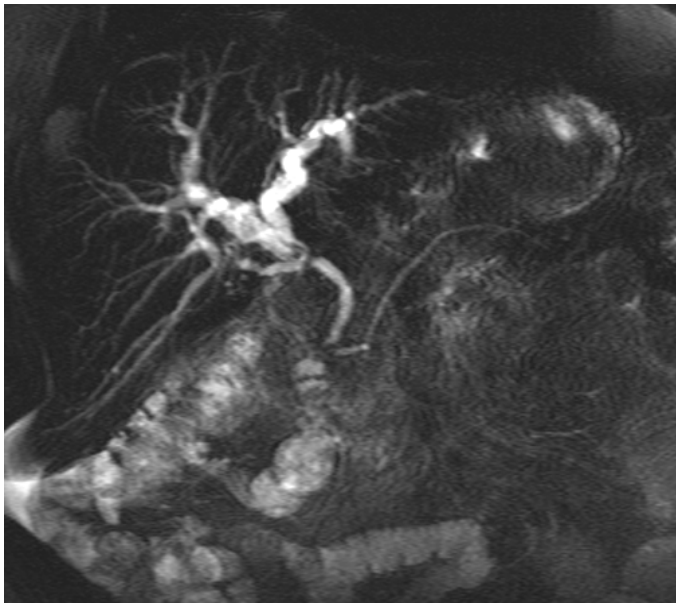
Magnetresonanztomographie Cholangiopankreatikographie
